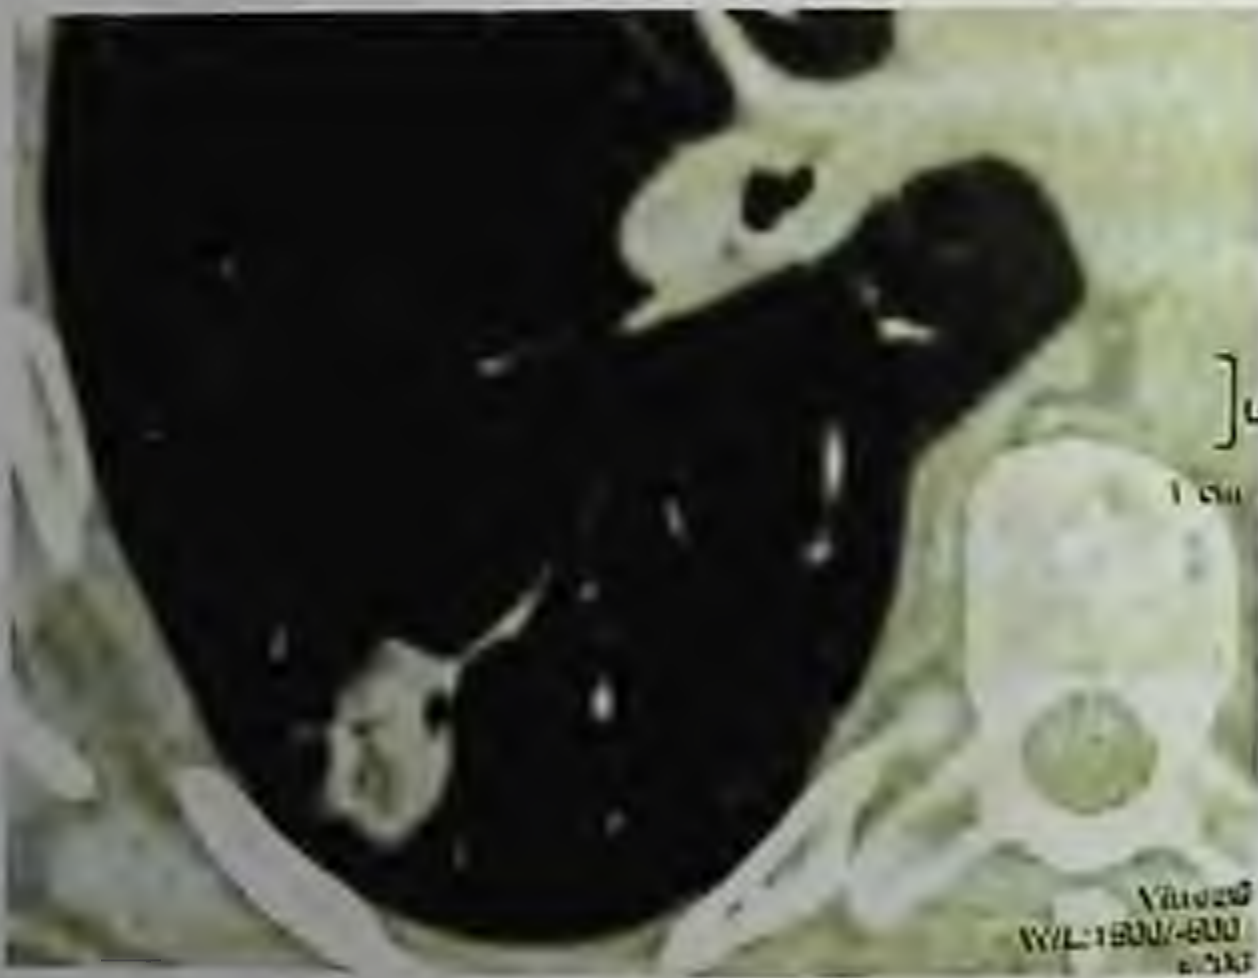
П38. Компьютерная томограмма. Периферический рак легкого
